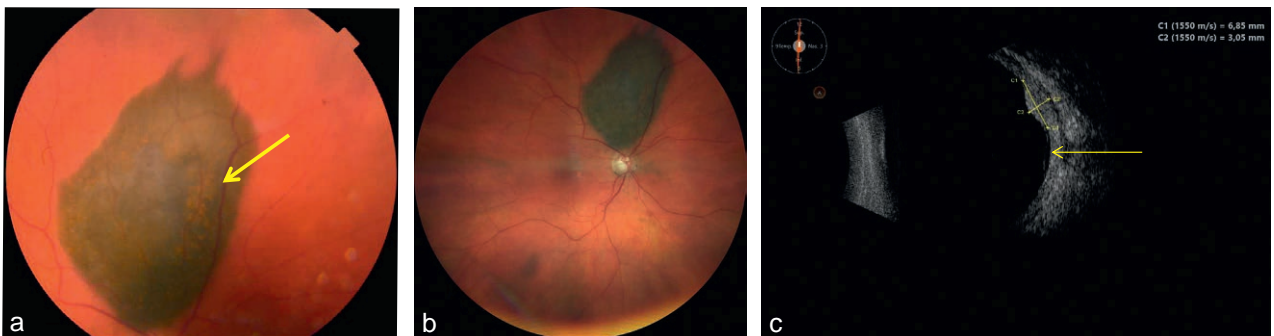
a-c. Petit mélanome avec nombreux pigments orange (flèche) et décollement séreux rétinien visible sur l'échographie (c, flèche) (score MOLES = 6).
